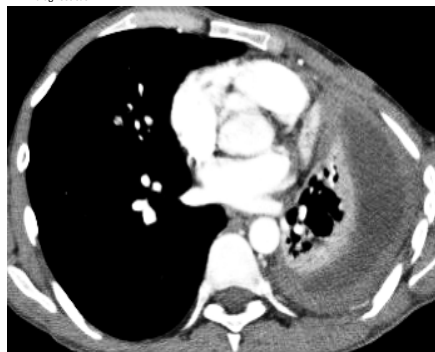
Corte axial TC de tórax contrastado. Disminución en el volumen del hemitórax izquierdo asociado a derrame pleural y engrosamiento liso de la pleura parietal (flecha) en un paciente con tuberculosis pleural.
